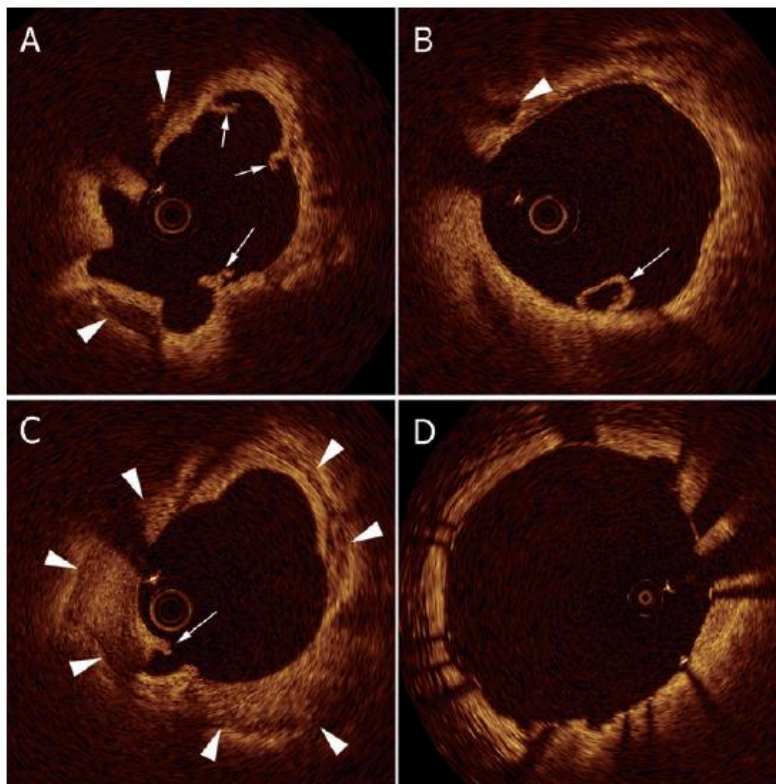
Imágenes de tomografía de coherencia óptica tras la aterectomía rotacional. A y B: lesión calcificada (cabezas de flecha) y múltiples microdisecciones intimales (flechas). C: zona de calcificación circunferencial. D: resultado tras la implantación de *stent*.
